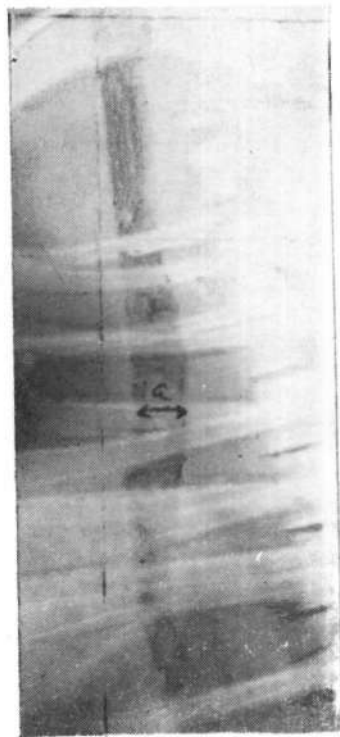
Рентгенограмма при
